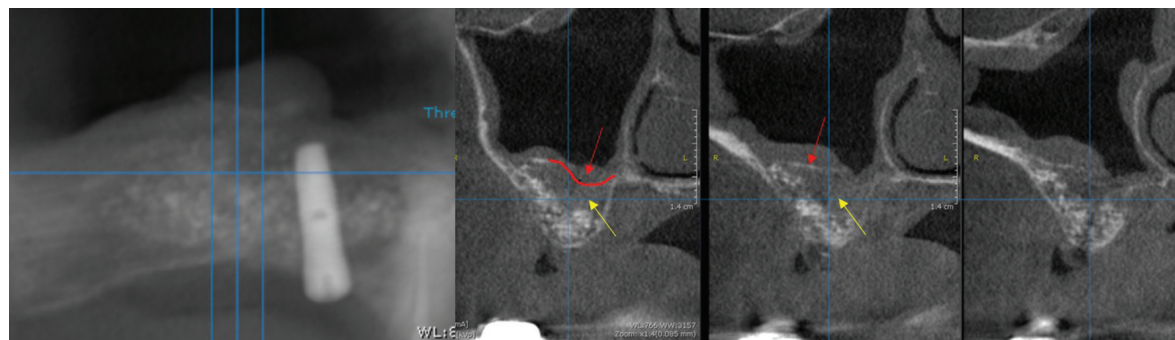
Fragment din CBCT peste 6 luni de la augmentarea sinusului maxilar: semne de recorticalizare slabă a planșeului sinusului maxilar (săgeata roșie), viduri radiologice în substratul grefat (săgeata galbenă).
